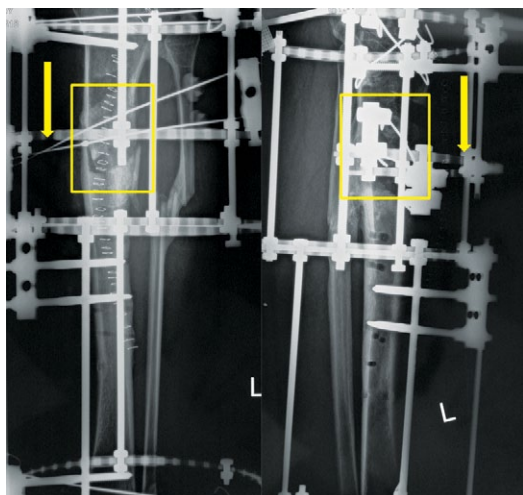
X-ray showing the split fragment connected to a half-ring for progressive distraction
